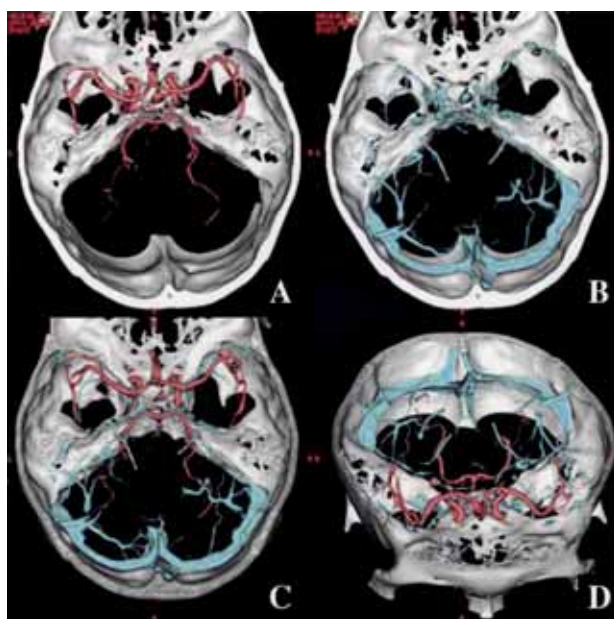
Arterial phase 3D-CTA, a superior view (A), showing intracranial arteries without demonstrating veins. Venous phase 3D-CTA, a superior view (B), showing veins without demonstrating arteries. The fused images of arterial phase 3D-CTA and venous phase 3D-CTA, superior (C) and anterior (D) views, demonstrating the anatomical relation between arteries and veins.
